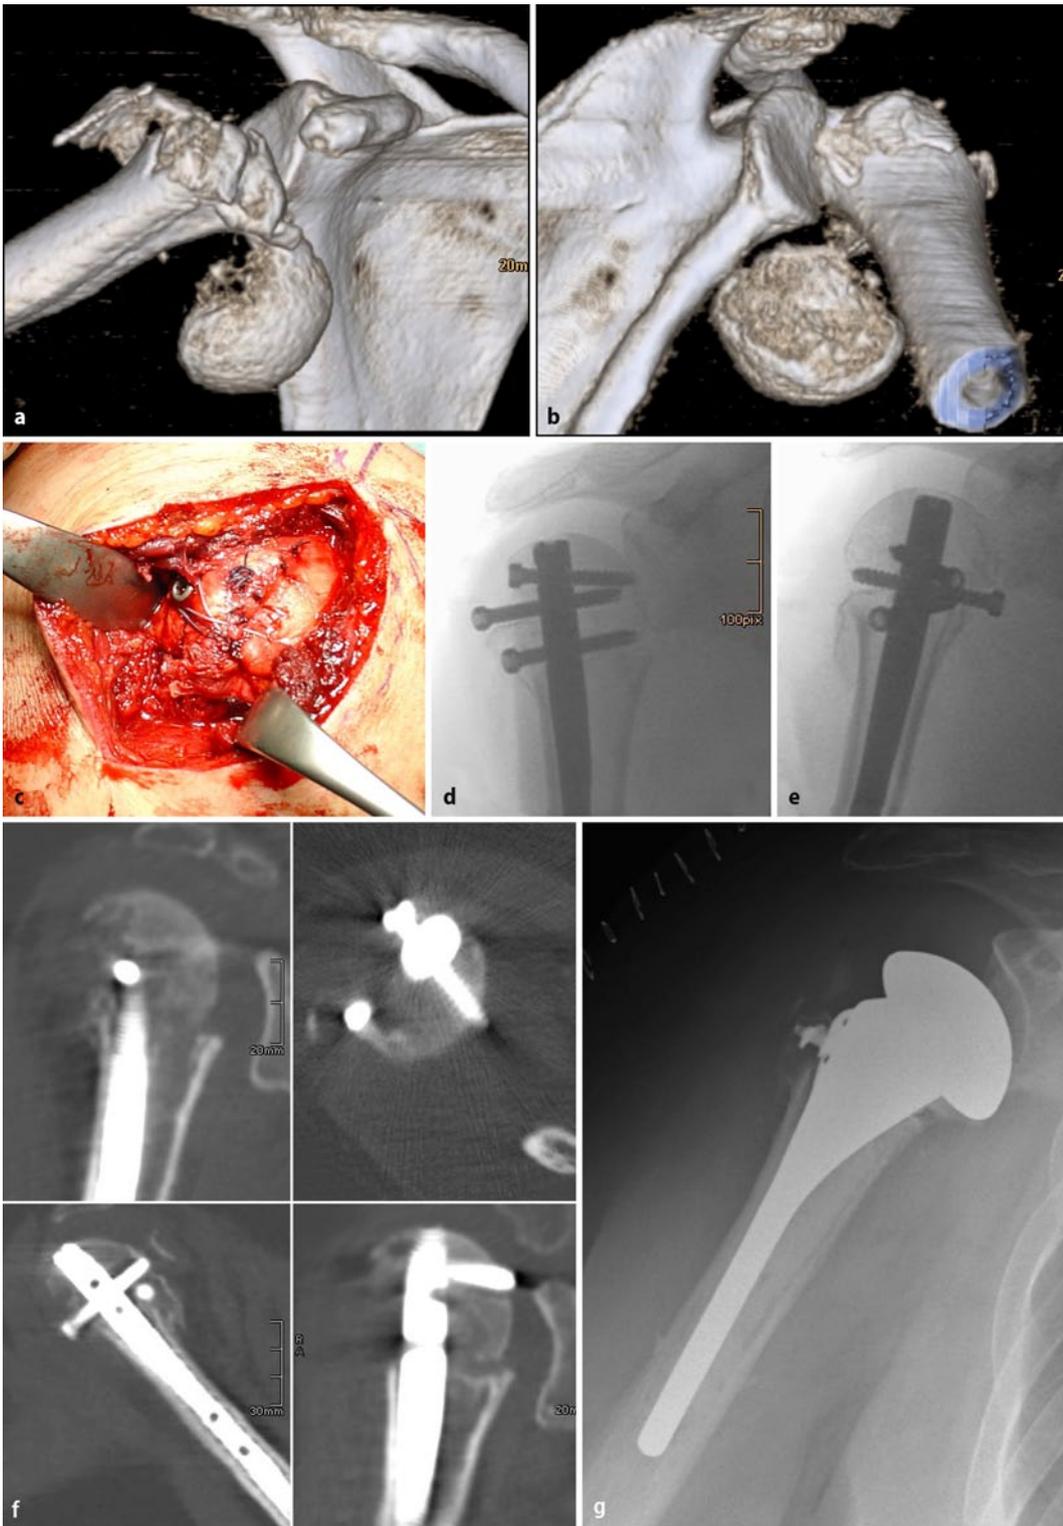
◀ Verrenkungsbruch des proximalen Humerus mit Axillarisparsese, a,b Unfallbild, 3D-Computertomographie: vollständige Ablösung des Gelenksegments, c intraoperativer Situs nach Nagelung und Rekonstruktion der Rotatormanschette, d,e postoperatives Röntgenbild nach Nagelung, f computertomographische Kontrolluntersuchung nach 1 Jahr: Schraubenüberstand und Teilnekrose des Kopfsegments, g nach Marknagelentfernung und Implantation einer Oberarmkopfendoprothese
